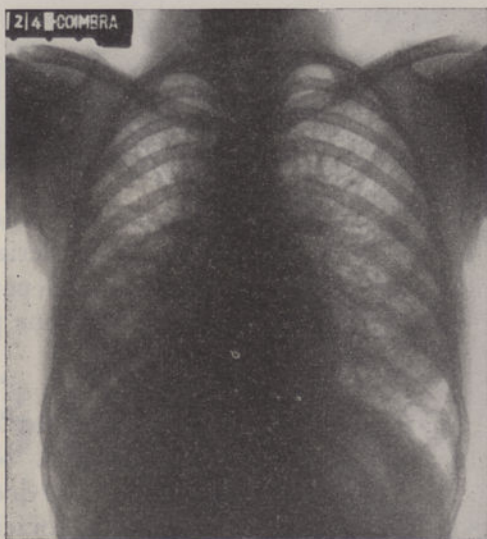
Radiografia torácica de 3-X-962.
